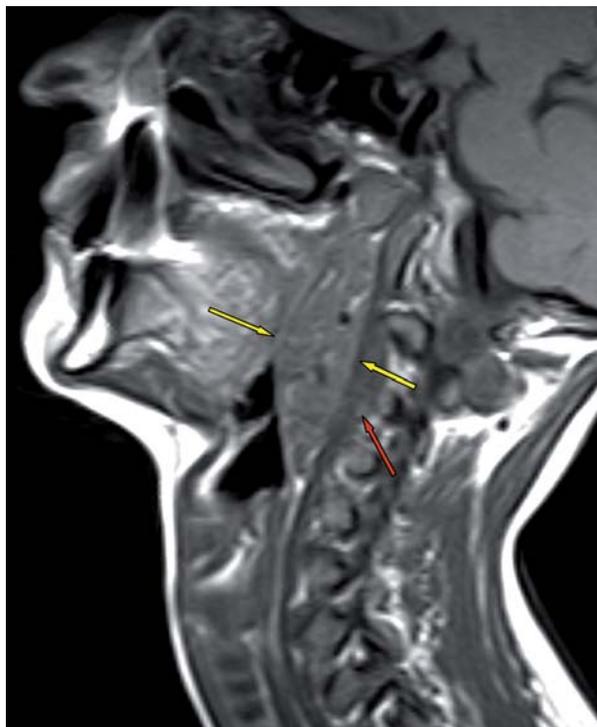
Paciente con Horner izquierdo. RM de cuello. Secuencia ponderada en T1, sin contraste. Corte sagital que demuestra lesión fusiforme en la localización teórica del ganglio cervical superior (flechas amarillas), por delante del músculo largo del cuello (flecha roja). Anatomía Patológica: Ganglioneuroma.
